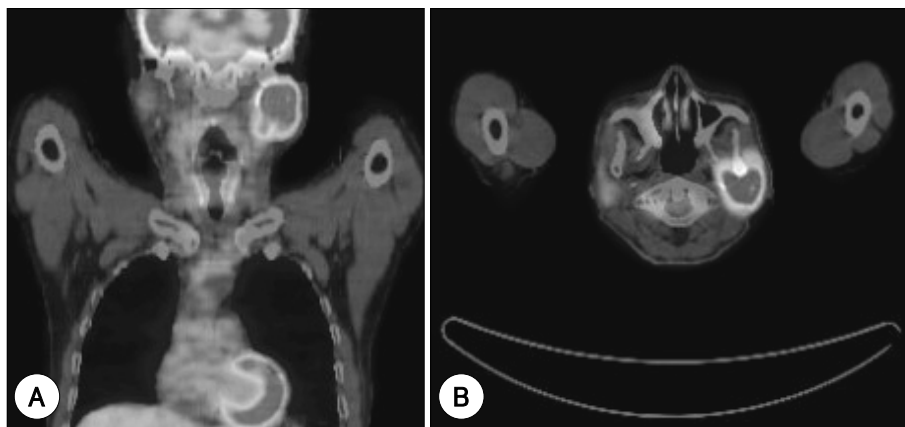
Coronal (A) and Axial (B) fused PET/CT image shows intense localized FDG uptake (FDG SUV 8.81/6.90) in the whole left parotid gland.
